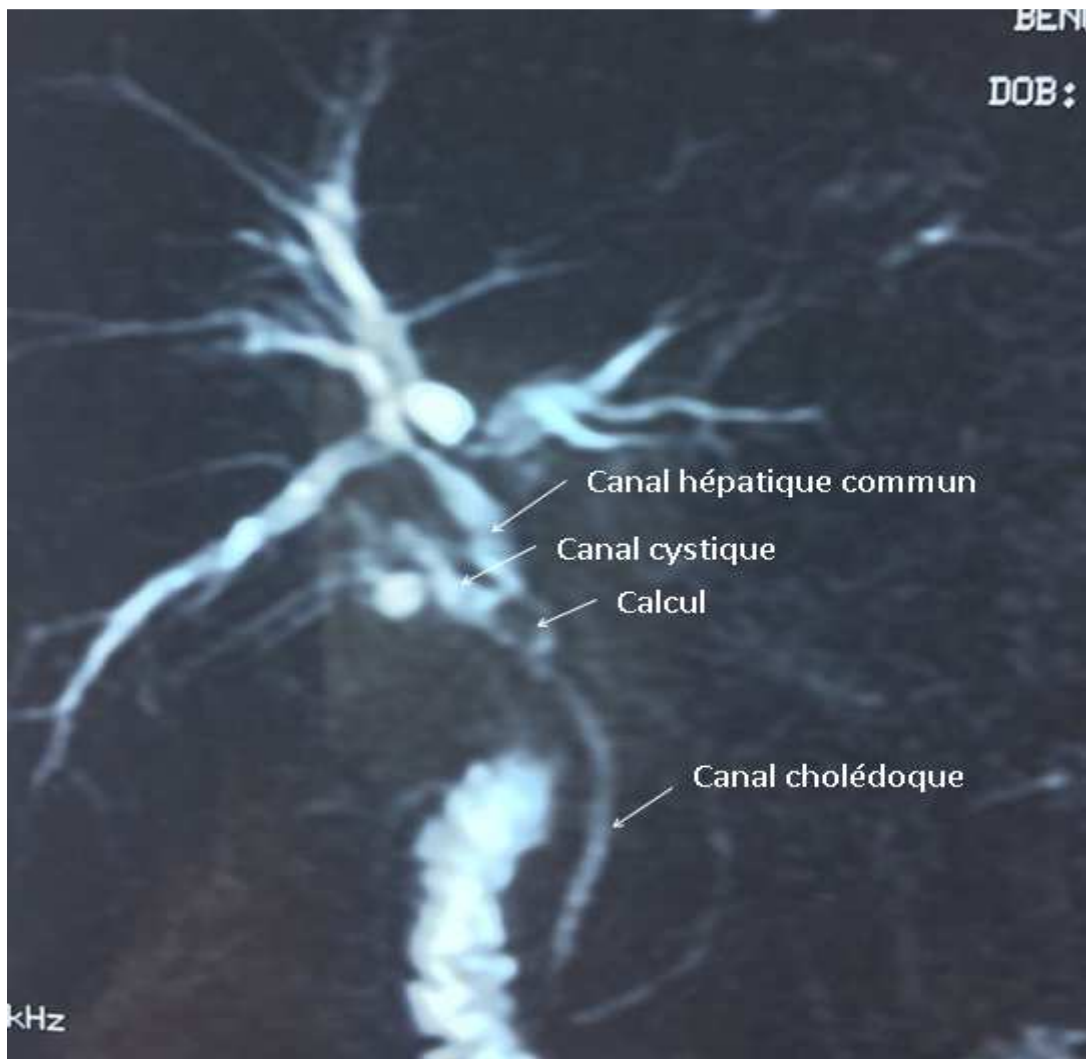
Bili-IRM montrant, une lithiase de 5 mm de grand axe enclavé dans la portion distale du canal cystique, comprimant la VBP au niveau de la convergence biliaire inférieure avec dilatation des voies biliaires en amont
